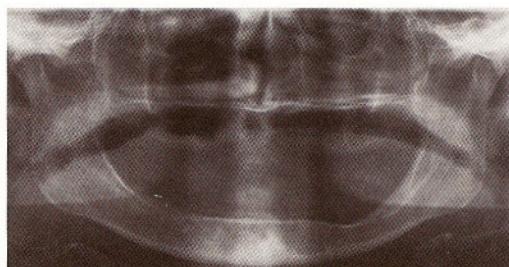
На ортопантомограмме продемонстрирована беззубая атрофичная нижняя челюсть.
